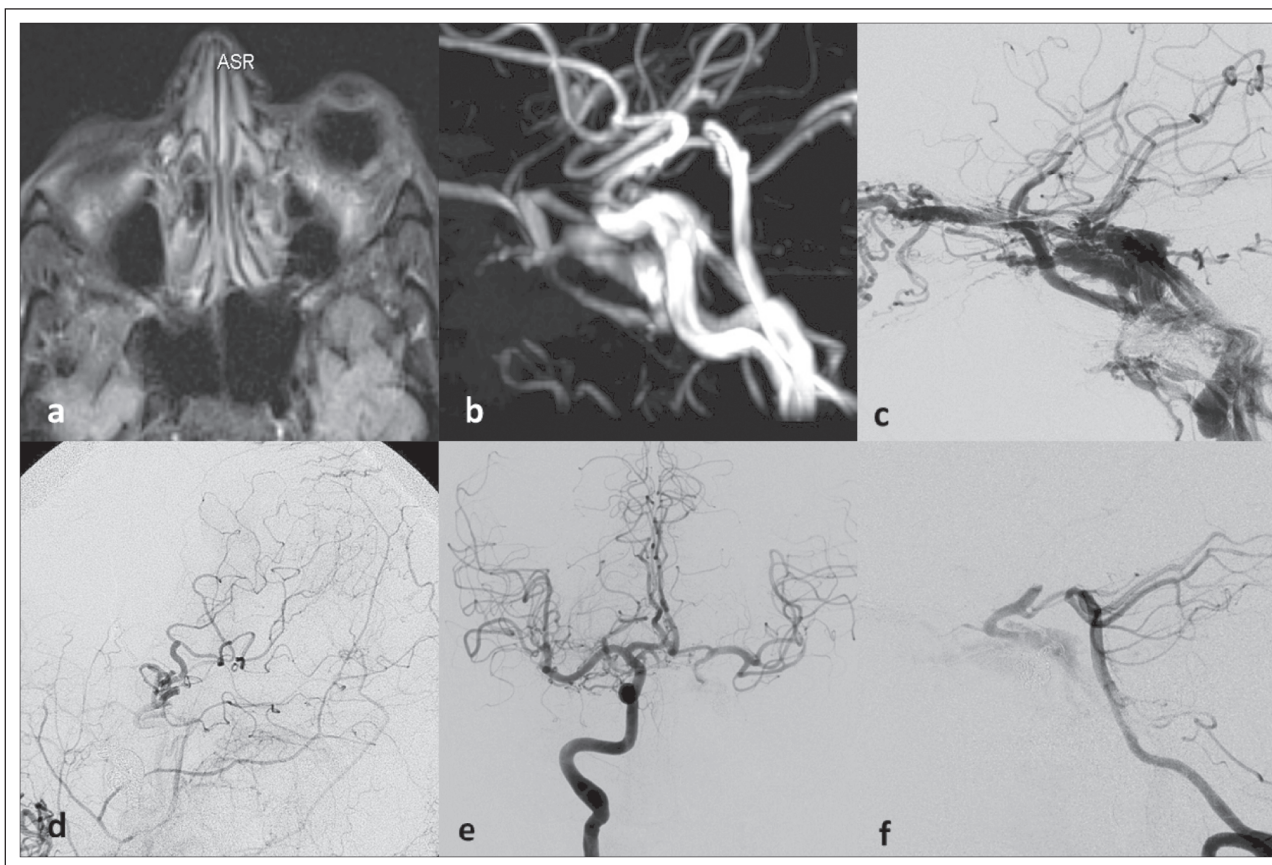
Coilembolisation unter Karotisverschluss und zerebraler Revaskularisation über arteriellen Low-flow-Doppelpedikelbypass. In MRI (a), MR-Angiographie (b) und Katheterangiographie (c) findet sich nach Schädel-Hirn-Trauma eine deutliche linksseitige Bulbusprotrusion, eine für CCFs Barrow-Typ A typische Darstellung der in den Sinus cavernosus einmündenden venösen Strukturen und eine ausgeprägte Verletzung der intrakavernösen Arteria carotis interna links. Das Ausmaß der Karotisverletzung macht einen endovaskulären rekonstruktiven Fistelverschluss unter Erhaltung des Karotislumens unmöglich. Da bei bewusstlosen Patienten die Toleranz gegenüber therapeutischen endovaskulären Gefäßverschlüssen nur angiographisch, jedoch nicht neurologisch überprüfbar ist, wurde im konkreten Fall an den endovaskulären Karotis- und Fistelverschluss eine zerebrale Revaskularisationsoperation angeschlossen. (d) zeigt die angiographische Füllung der Arteria carotis communis links nach Gefäßverschluss und Bypassoperation. Weite Teile der linken Hemisphäre werden über 2 arterielle Low-flow-Bypässe versorgt. (e) und (f) zeigen die zusätzlich bestehenden Cross-flow-Verhältnisse am Circulus Willisii über die Arteria communicans anterior und Arteria communicans posterior.
